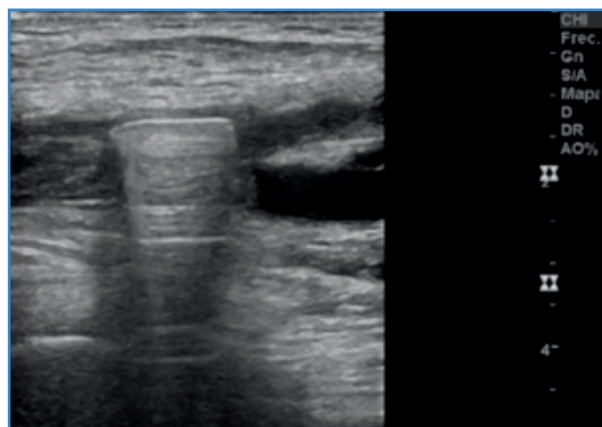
Ultrasonido que muestra la bala entre la arteria femoral superficial y profunda.
